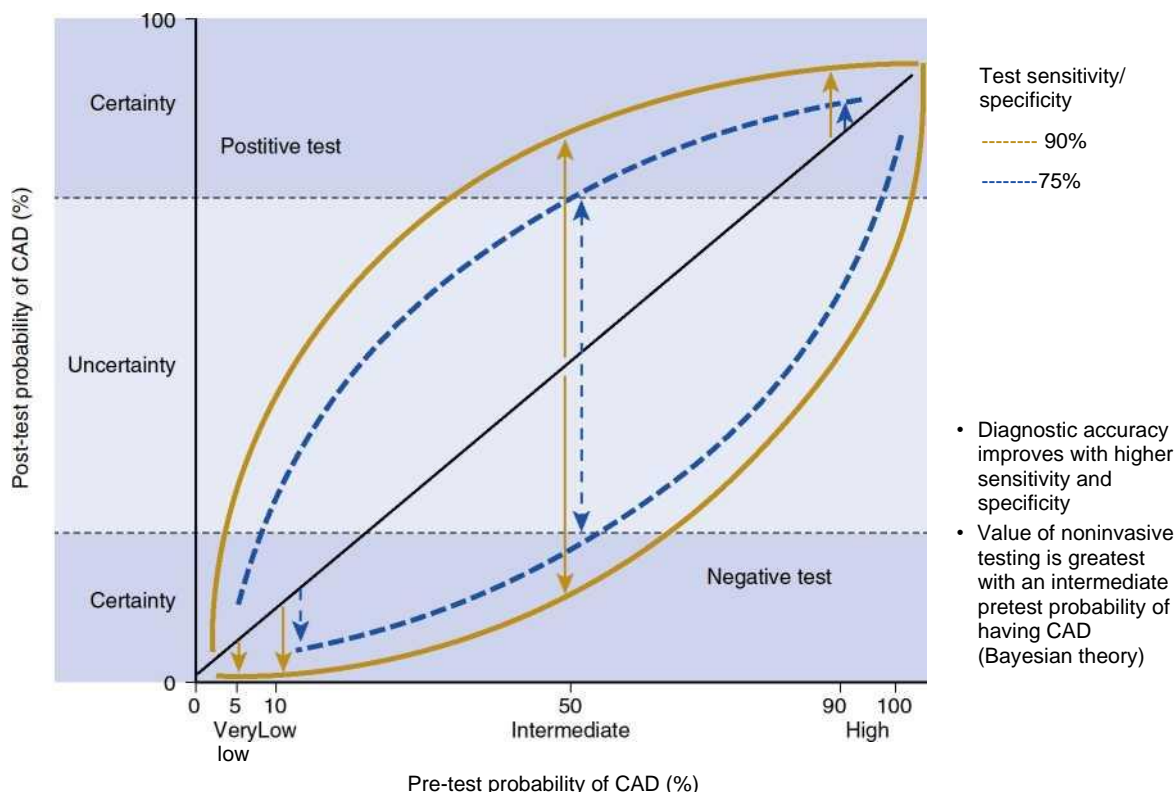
The relation between pretest and posttest probability. Diagnostic accuracy improves with a test with a higher sensitivity and specificity. Bayesian theory has shown that the value of noninvasive testing is greatest in patients with an intermediate pretest probability of having coronary artery disease. (From Weustink AC, de Feyter PJ. The role of multi-slice computed tomography in stable angina management: a current perspective. *Neth Heart J.* 2011;19(7-8):336-343.)
